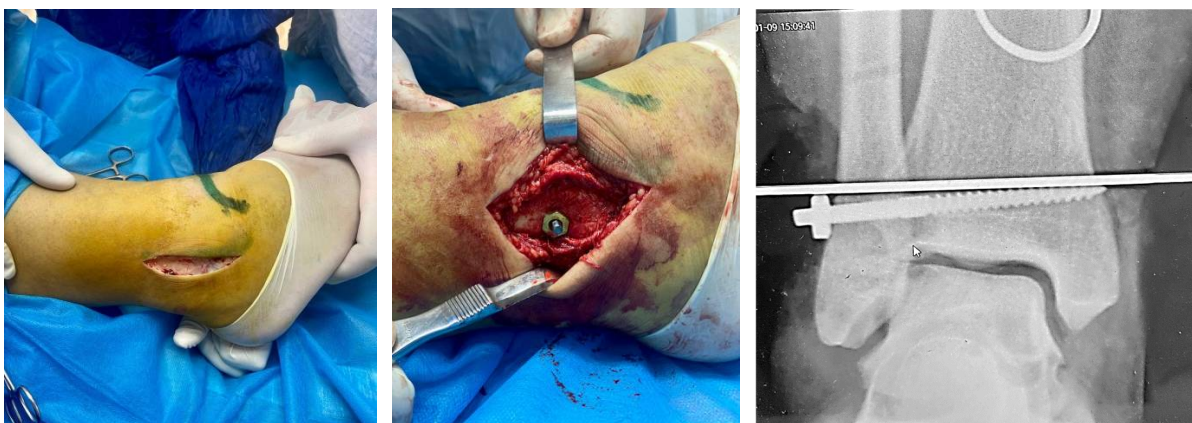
Ход операции: остеосинтез внутрикостным фиксатором, рентгенограмма после операции.
